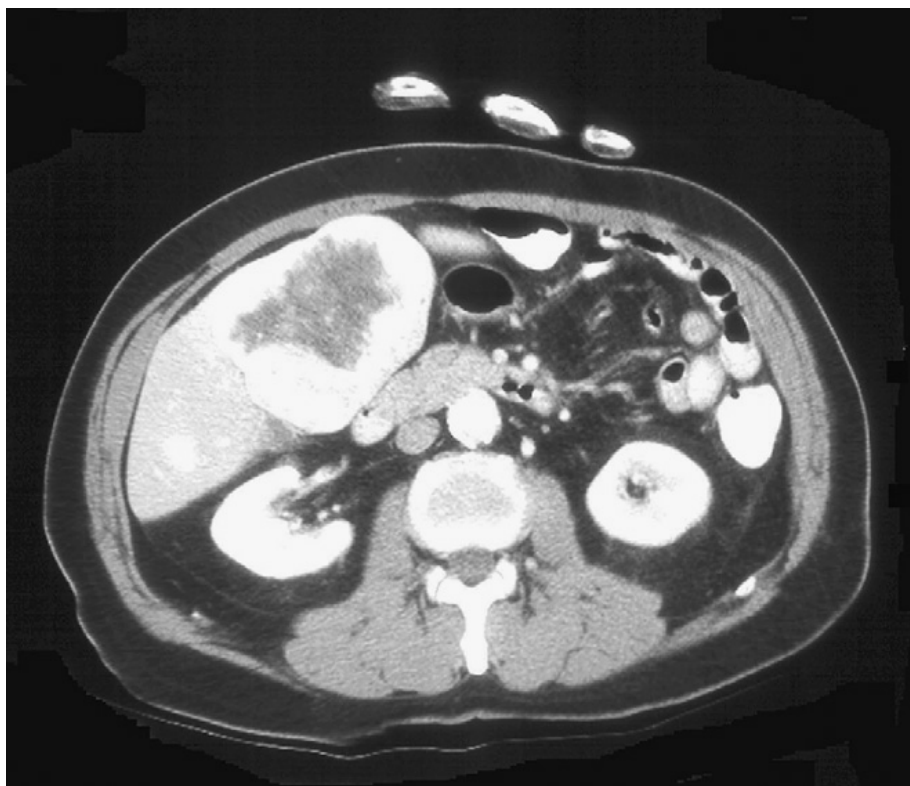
Coupe axiale d'une TDM abdominale montrant une métastase hépatique d'un carcinome vésiculaire de la thyroïde. (80)
